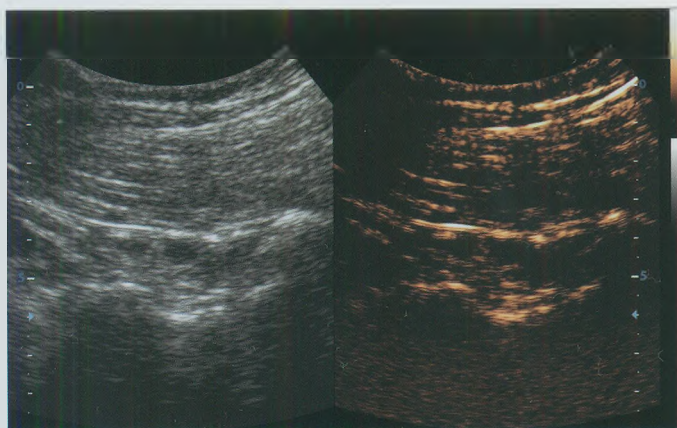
КУУЗИ, начало исследования. Эхограмма.
